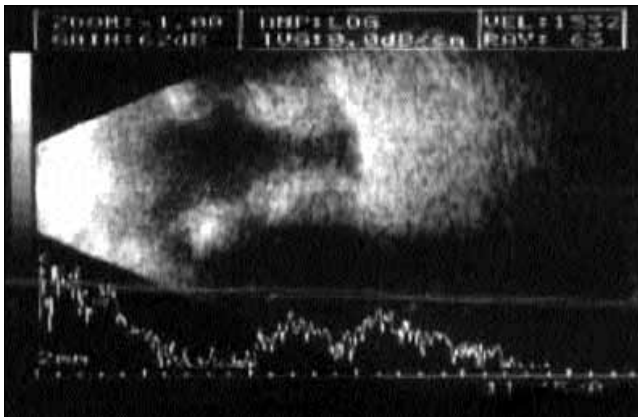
Całkowite odwarstwienie siatkówki w badaniu ultrasonograficznym w projekcji B przed operacją.
